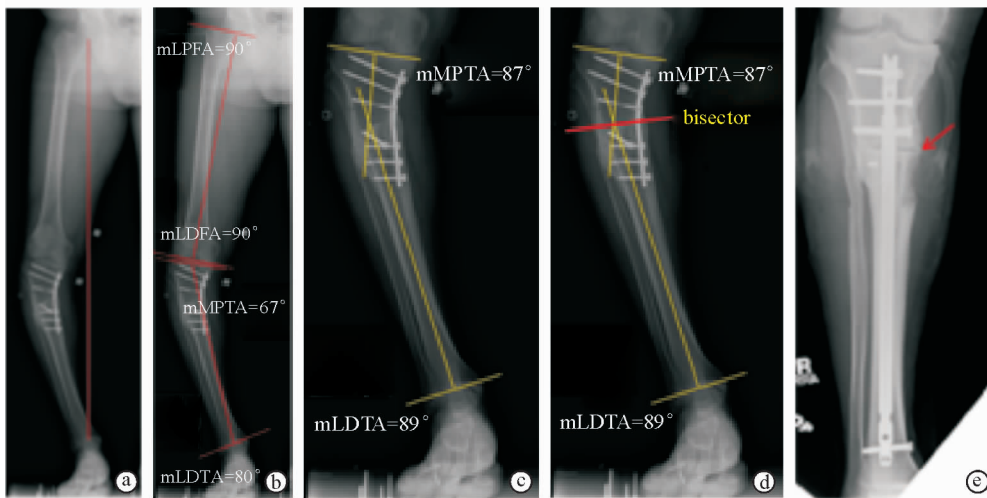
畸形测量 a. 下肢全长正位X线片,红线为机械轴,位于膝关节中心内侧,提示内翻畸形 b. 股骨与胫骨的机械轴及相应骨关节角测量值 c. 按关节角生理值画出胫骨远近机械轴 d. 矫正成角畸形的旋转轴(红线) e. 截骨愈合后X线片显示截骨端没有平移(红箭头)
